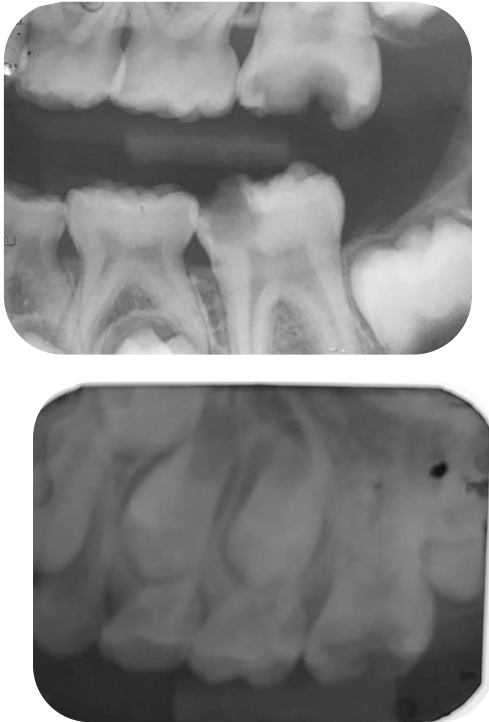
Radiografia interproximal e periapical inicial demonstrando imagem radiolúcida localizada na face oclusal da unidade 26, com provável comprometimento pulpar.
